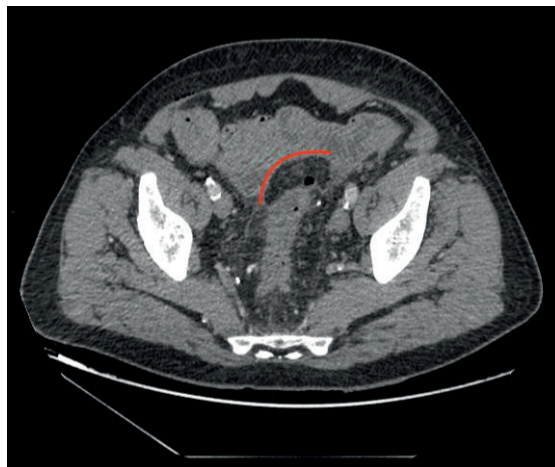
CT kontrastné vyšetrenie so znázornením vzduchovej inklúzie (dehiscencia) a vysýtenej stapling line (sagitálny rez). (CT archív BB)
